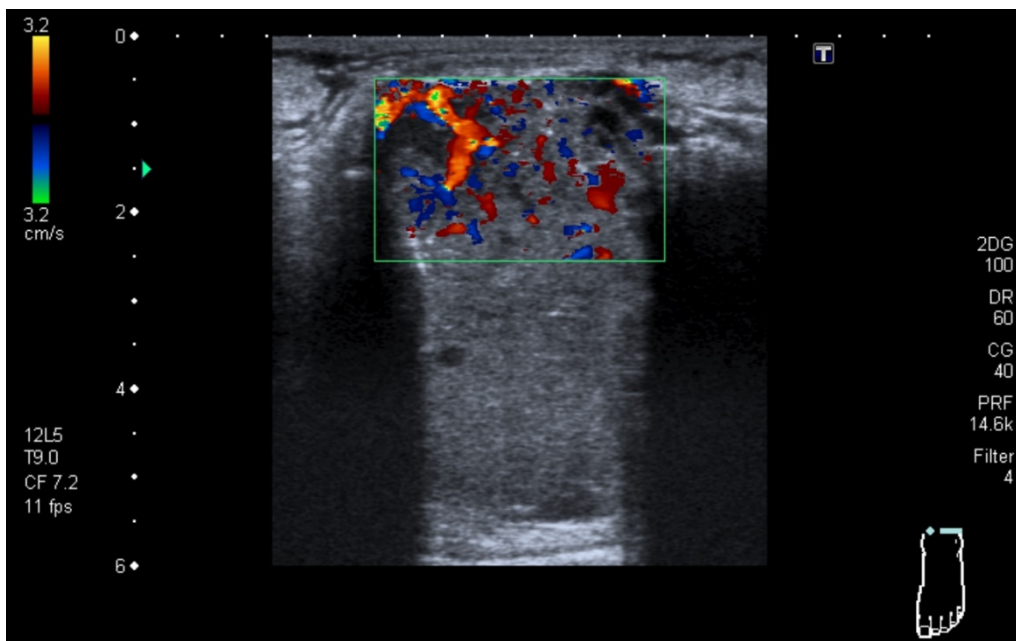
Ecografia do pé esquerdo: derrame articular na articulação tibiotársica esquerda, tendo como hipótese diagnóstica mais provável componente de partes moles de lesão metastática.
